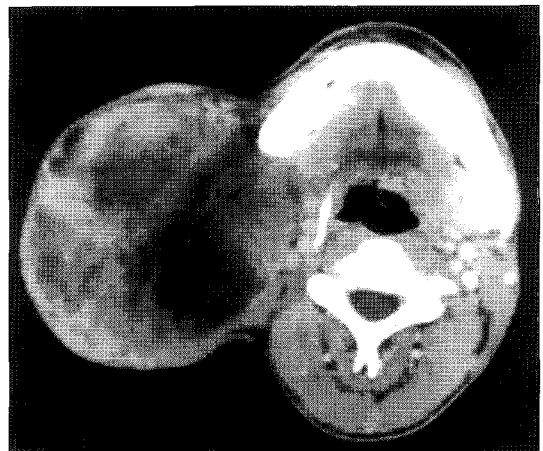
Neck CT scan showing a huge parotid mass arising in the deep lobe.
